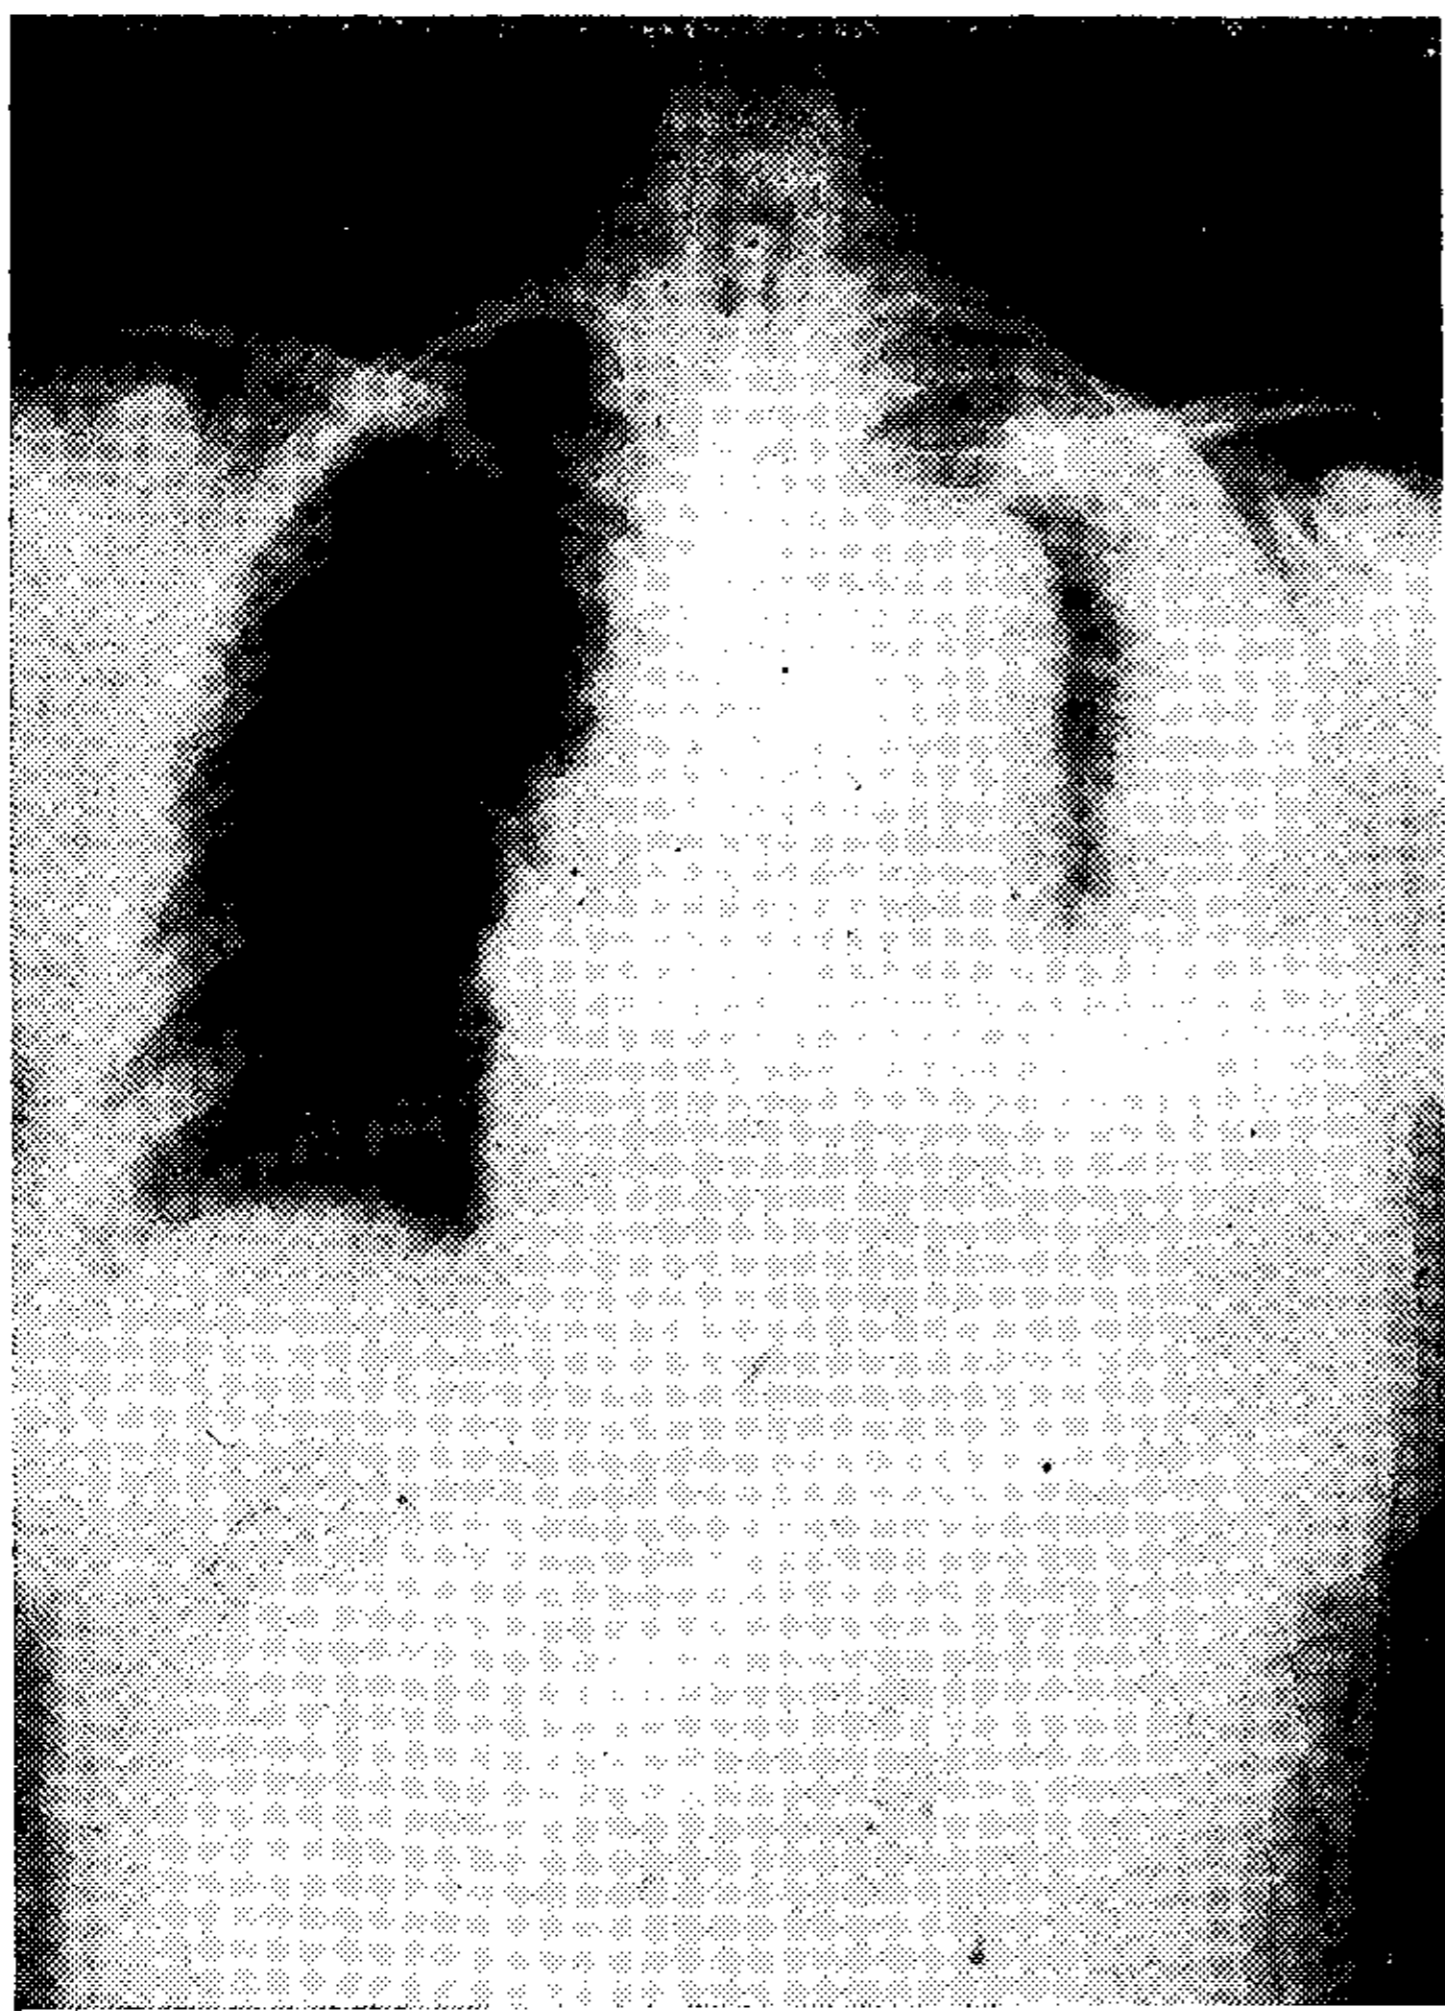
Radiografía al ingreso. Aneurisma de aorta descendente roto con hemotórax.
